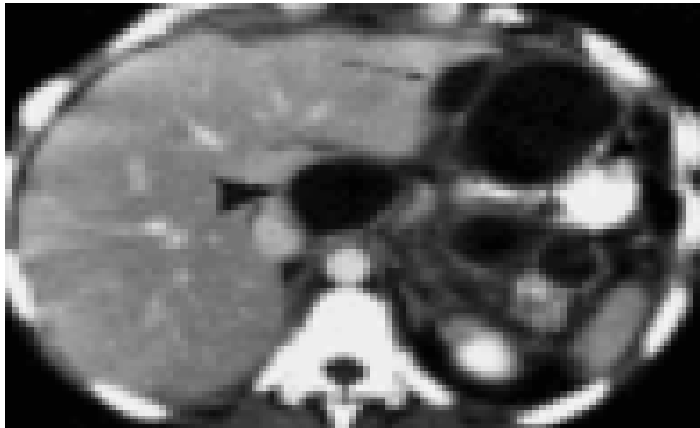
TDM abdominale montrant la présence de trois collections liquidiennes intra-péritonéales :
